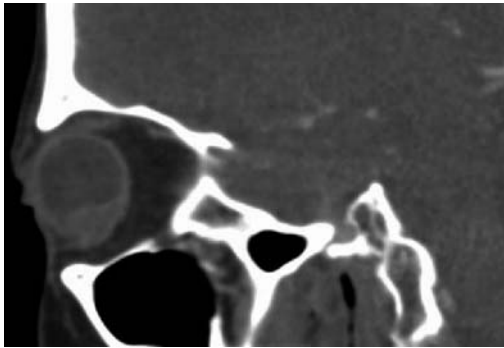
TAC lateral de cráneo en que se observa una masa homogénea intraocular.
